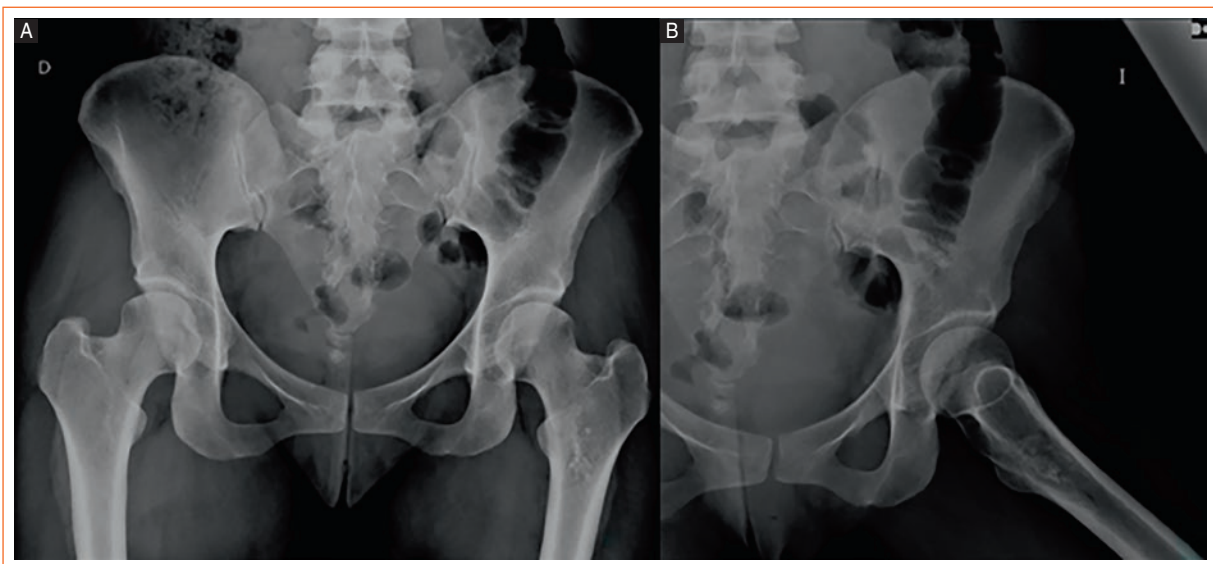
A: AP Pelvic X-ray. B: and Lateral X-ray of the Left Hip. An intramedullary lytic-appearing lesion is observed at the proximal end of the left femoral diaphysis, with well-defined margins and areas of ring- and arc-like calcifications within. No periosteal reaction or cortical destruction is evident. The findings are suggestive of an enchondroma.
